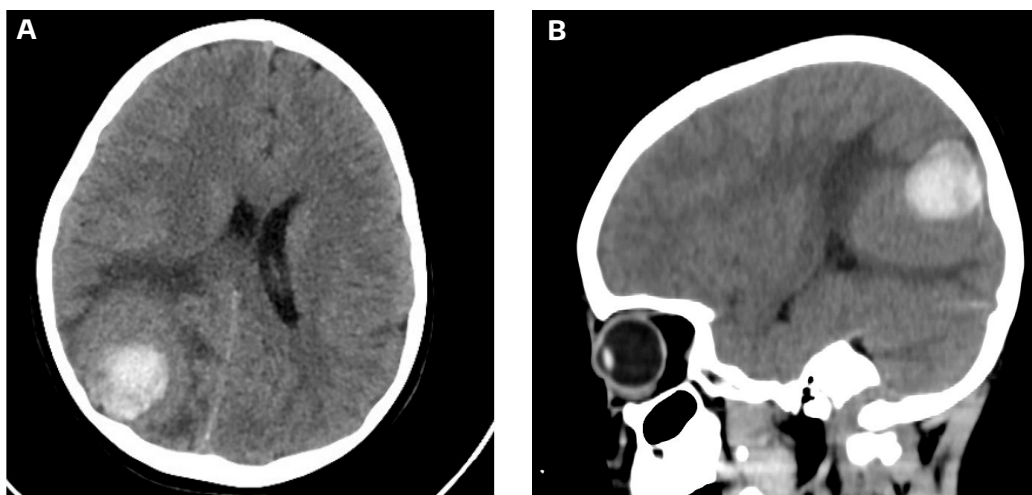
Tomografía simple de cráneo. A. Corte axial, se observa imagen hiperdensa en topografía parietal derecha que mide aproximadamente 32 x 23 mm y que presenta importante edema perilesional, ubicada a nivel subcortical con discreto desplazamiento de la línea media. B. Corte sagital, se evidencia imagen hiperdensa en topografía parietal derecha, mide aproximadamente 32x 23 mm, con edema perilesional.
